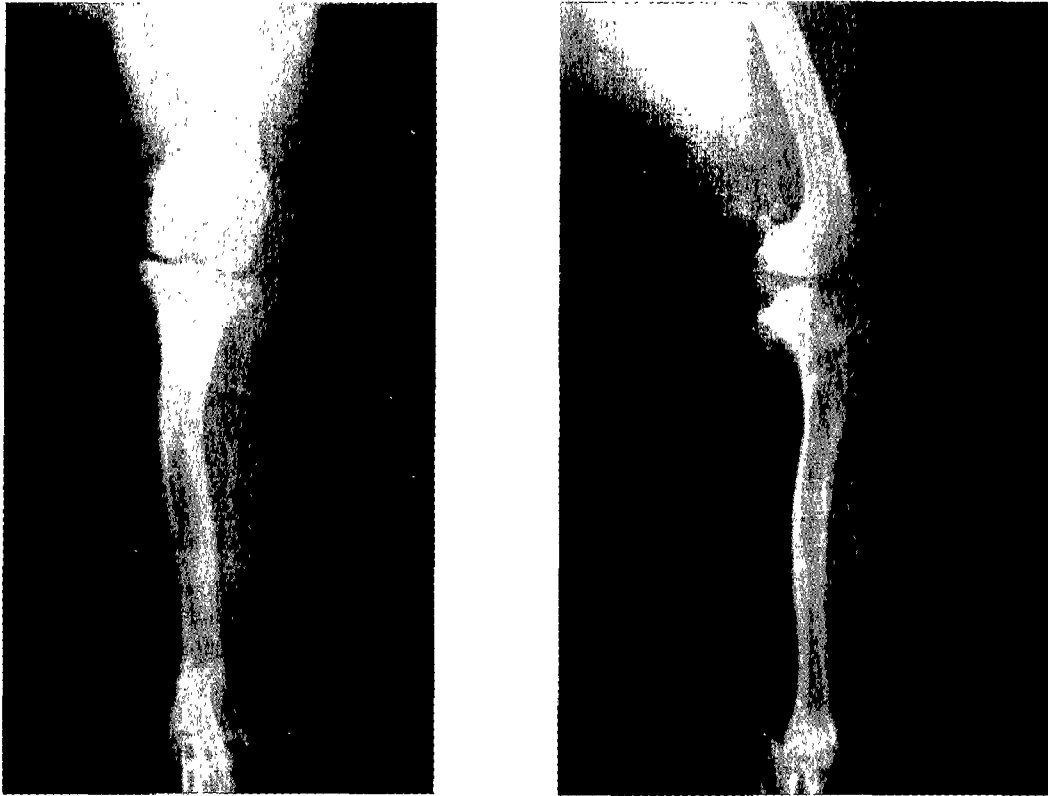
Postoperative radiographies on removal of intramedullary pins and wire at 45 days postoperatively; Fractures were good fixed with abundant callus and premature closure of tibial tuberosity physis and proximal tibial physis.
